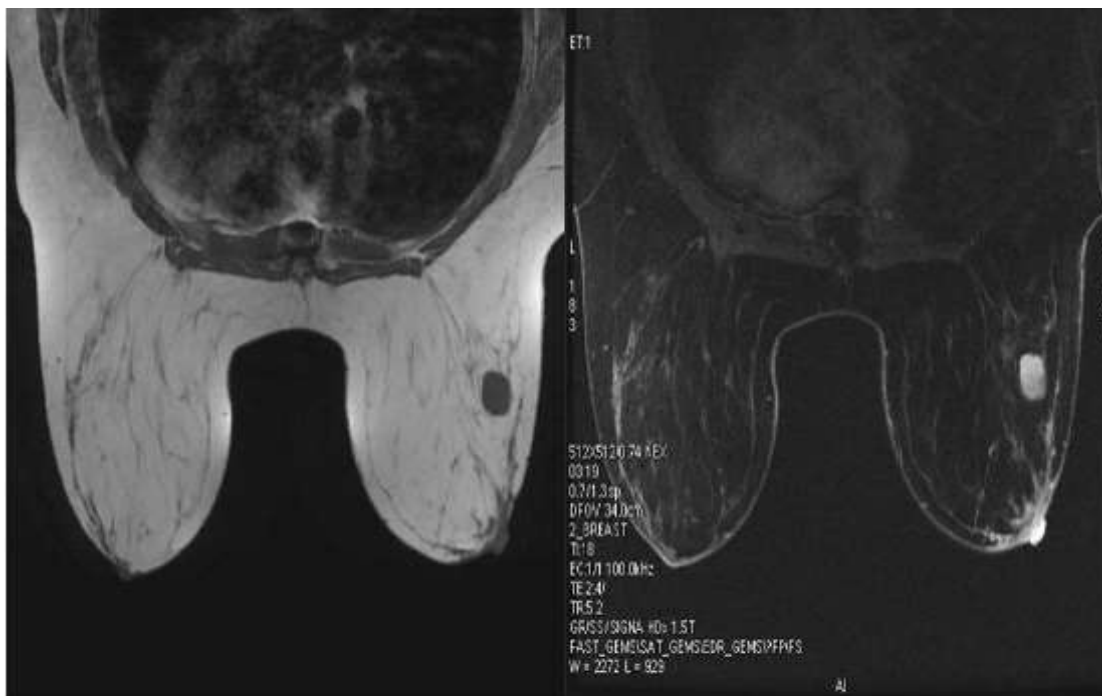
IRM mammaire : masse ronde de contours nets de contenu hétérogène, avec un hypersignal T2 périphérique en rapport avec un œdème (148).
